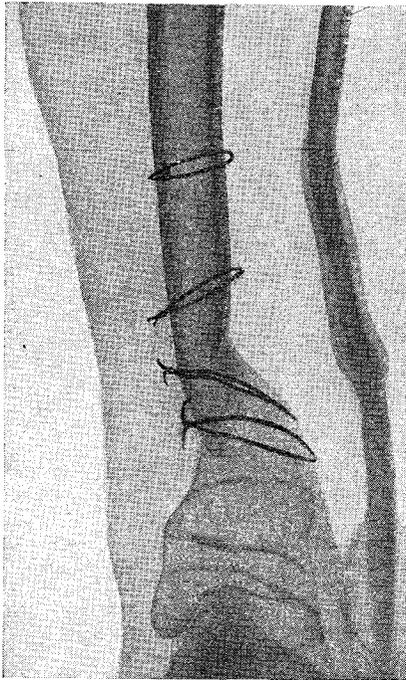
Фасная рентгенограмма голени в момент наступления консолидации у больной Е. Ш.
